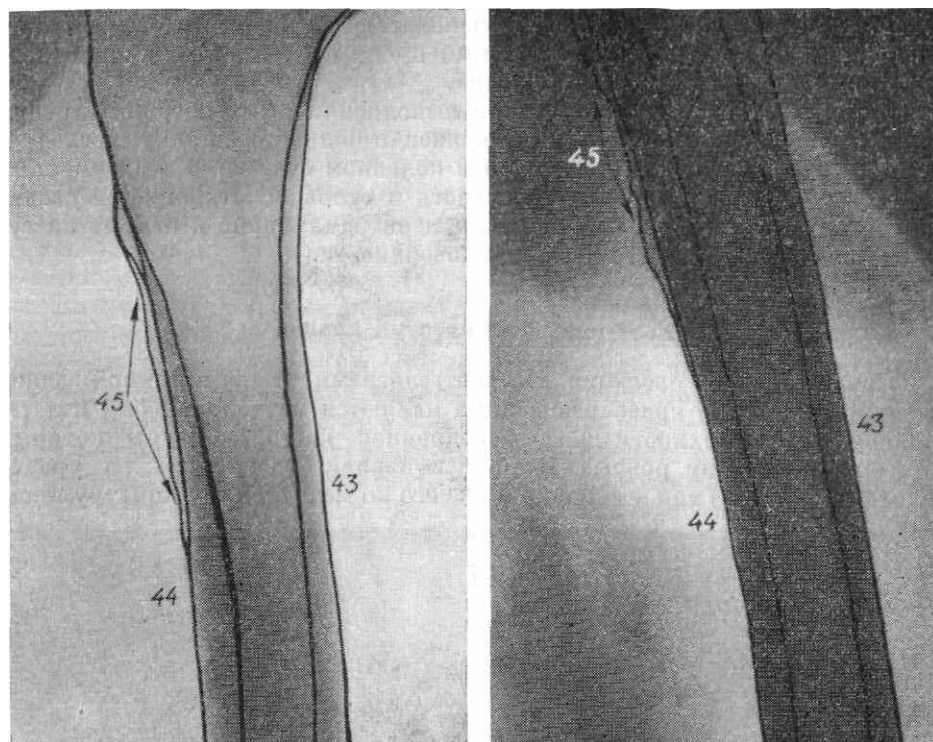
Фрагменты рентгенограмм проксимальной части бедра в боковой проекции.
